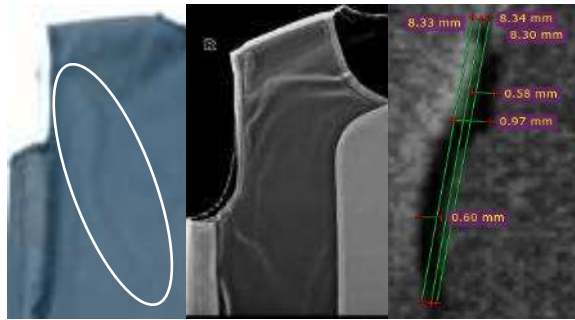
Citra Radiografi Apron A (Kuadran IV)
